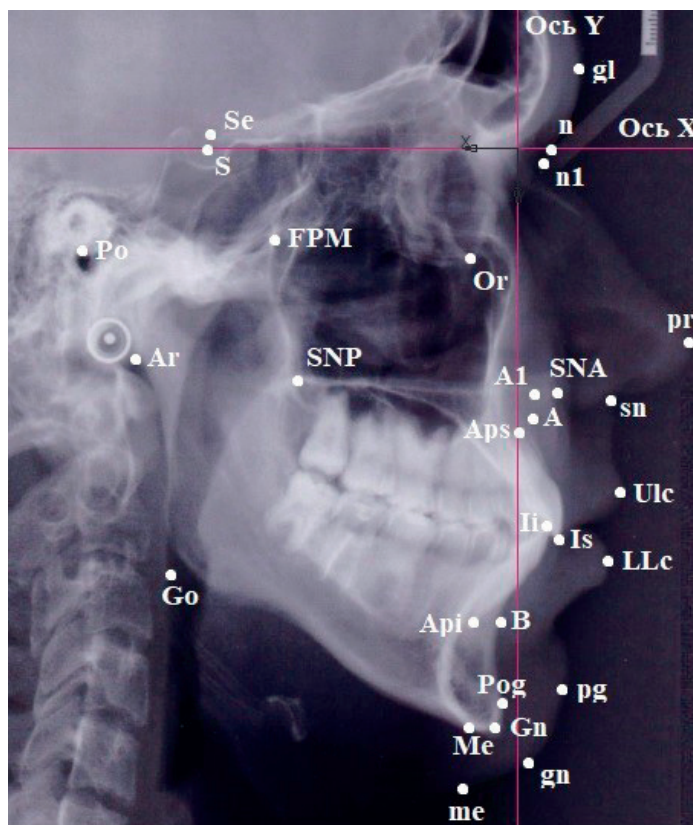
Краниометрические точки в системе координат на телерентгенограмме головы в боковой проекции
